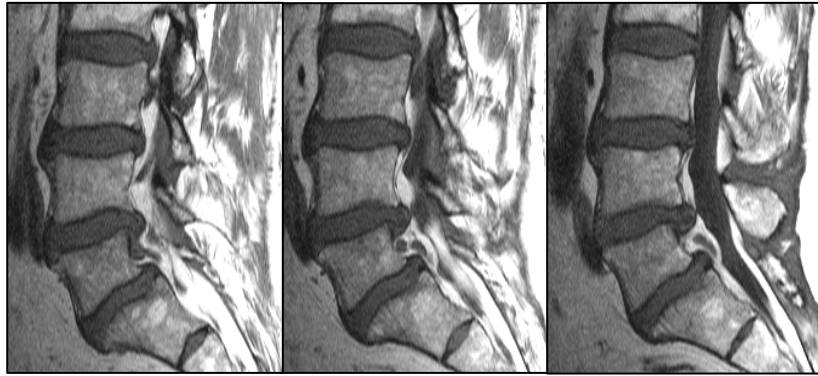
Sequester – keine Verbindung zur „Mutterbandscheibe“ (CT und MRT Institut Dr. Rachinger)
